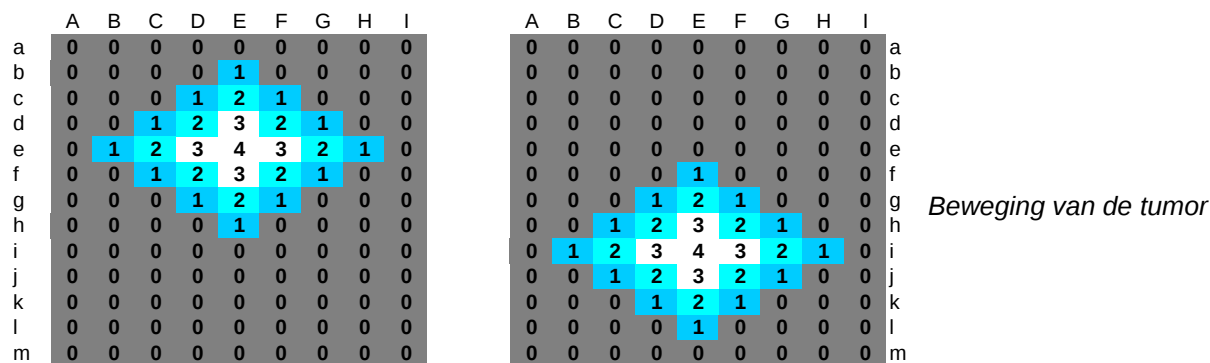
Ademhalingsfasen 4D CT.
